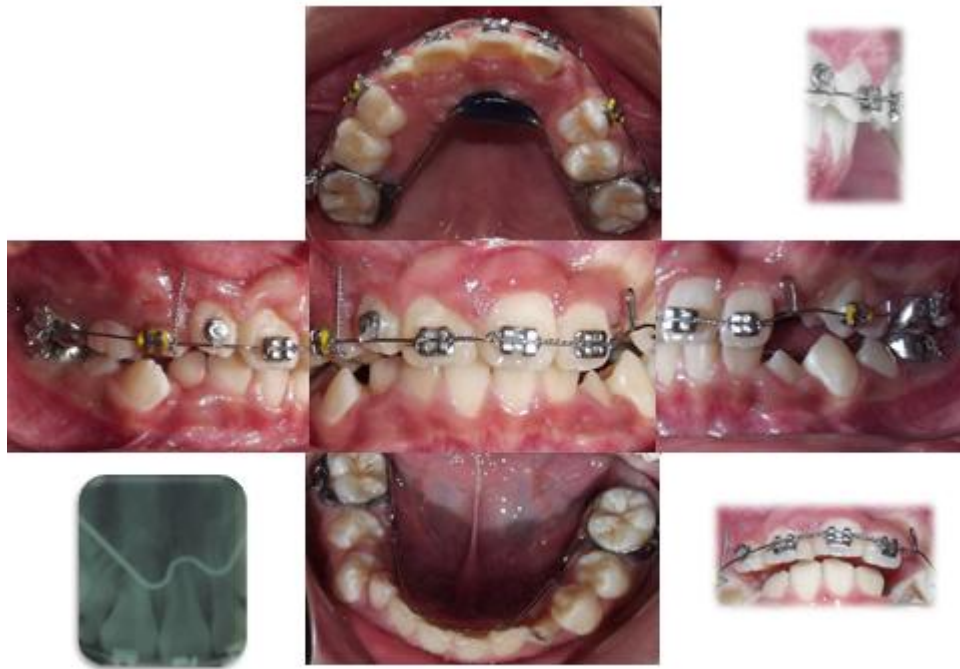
ABRIL 2012. Arcada superior: Activación de arco superior para corrección de línea media, cambio de open coil. Control radiográfico periapical diente 11.
